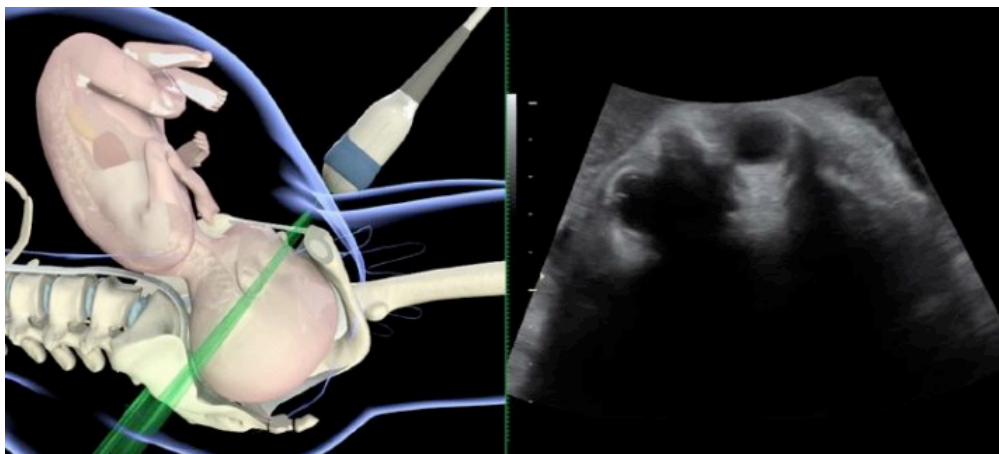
Examinarea ecografică transabdominală (în planul transversal) a fătului în poziție occipitală posterioară. (Preluare după Youssef și colab.⁸¹.)
